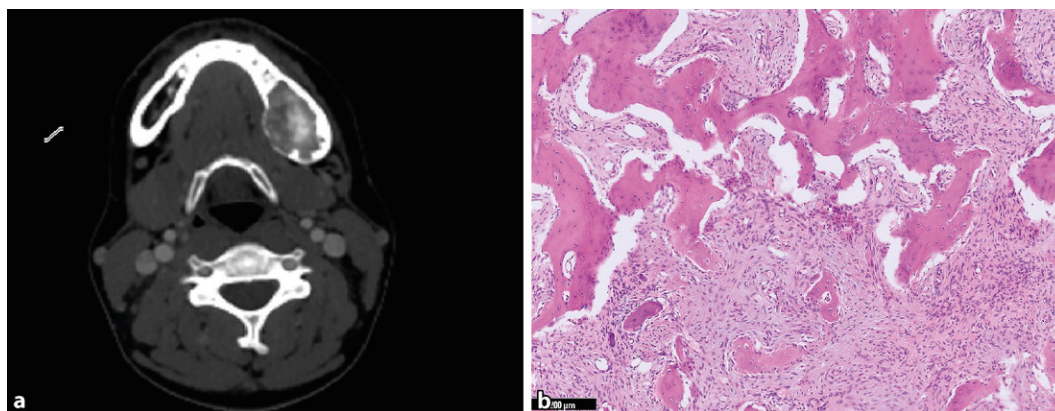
◀ Zementoossifizierendes Fibrom (ZOF). Scharf umschriebene expansive Raumforderung im linken Unterkiefer (a, CT). Monomorphe Spindelzellproliferation mit unreifen Knochen trabekeln (b, HE-Färbung, Vergr. 50:1)
